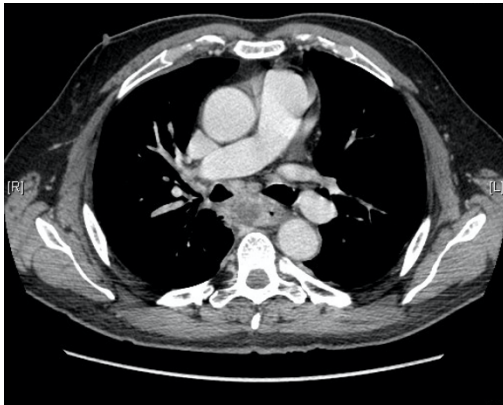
Imágenes de TC de tórax a la altura de región subcarinal.
